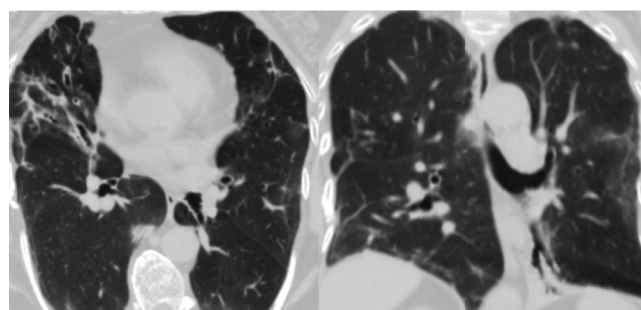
КТ легких на 24-й день болезни: обратное развитие патологических изменений без свежих очагов воспалительной инфильтрации
